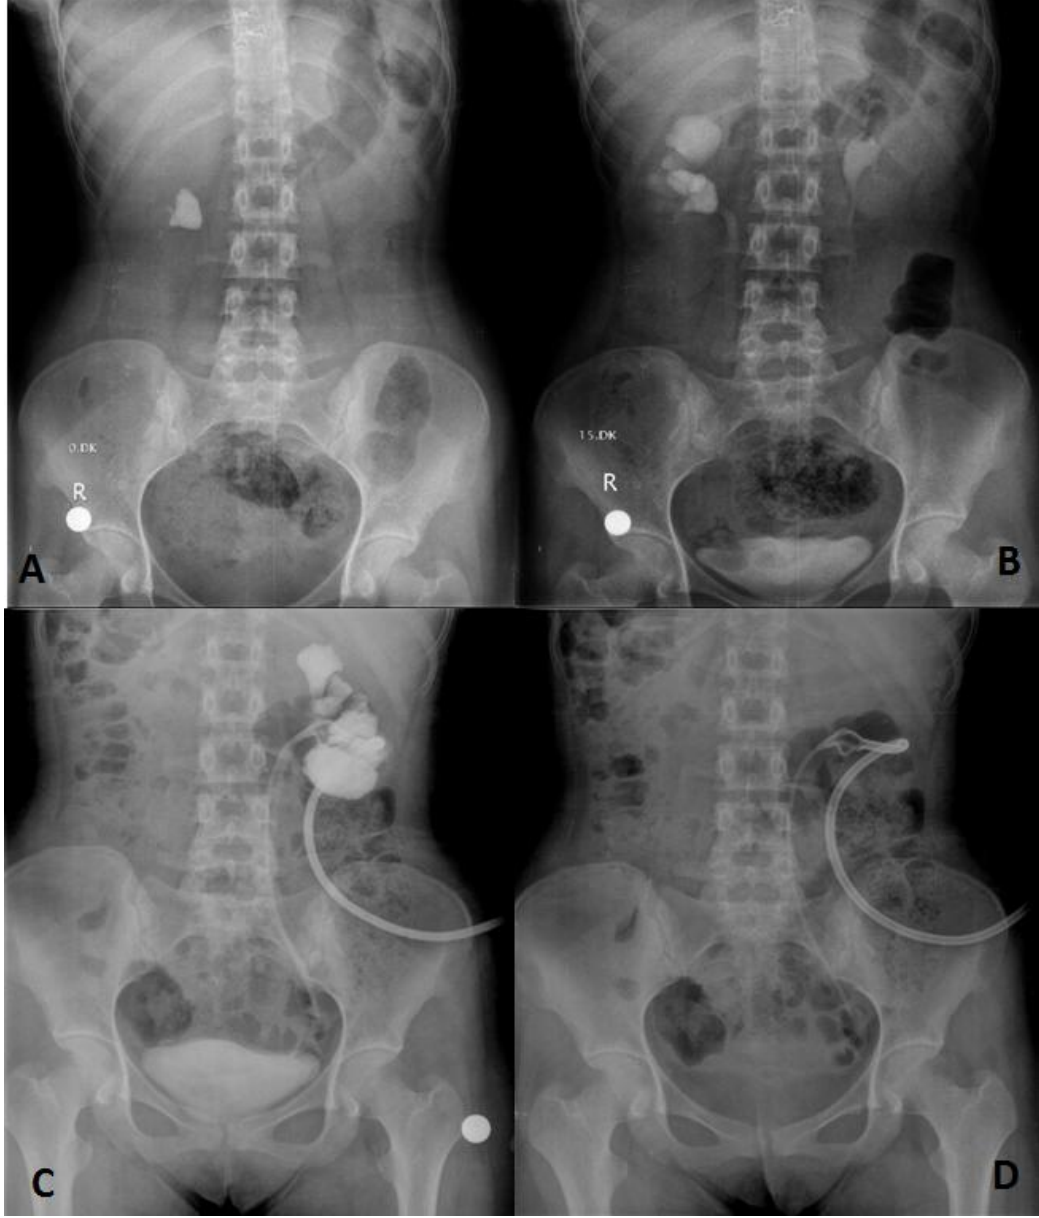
Balon dilatasyon yapılmış hasta grubundan 25 yaşındaki bayan hastanın görüntüleri. A-Hastanın prone pozisyonundaki BT görüntüsü. B- L2-3 sağdaki 24x17 mm lik taş ve L 3 sağdaki büyüğü 9mm olan iki adet taş. C- Pelvis yerleşimli taşın kısmi obstrüksiyon oluşturması. D- Postop nefrostomi kateteri ve taşsızlık.
